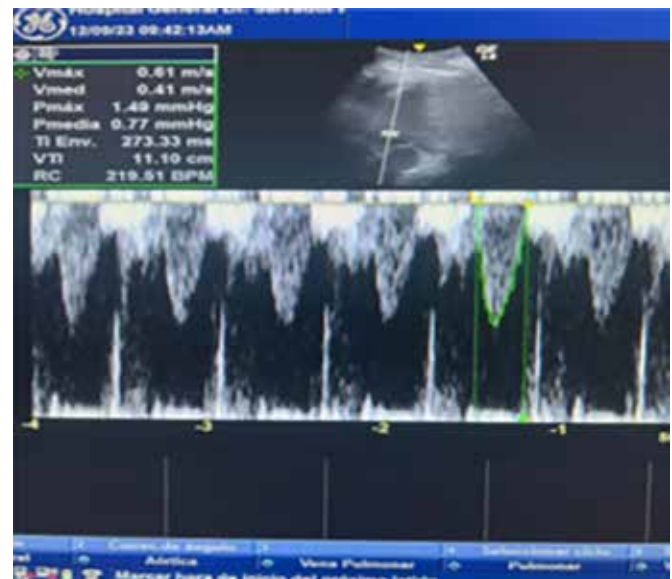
Ecocardiografía. Hipocinesia anterior con dilatación de ventrículo izquierdo con integral velocidad tiempo de 11.1 cm/seg.
